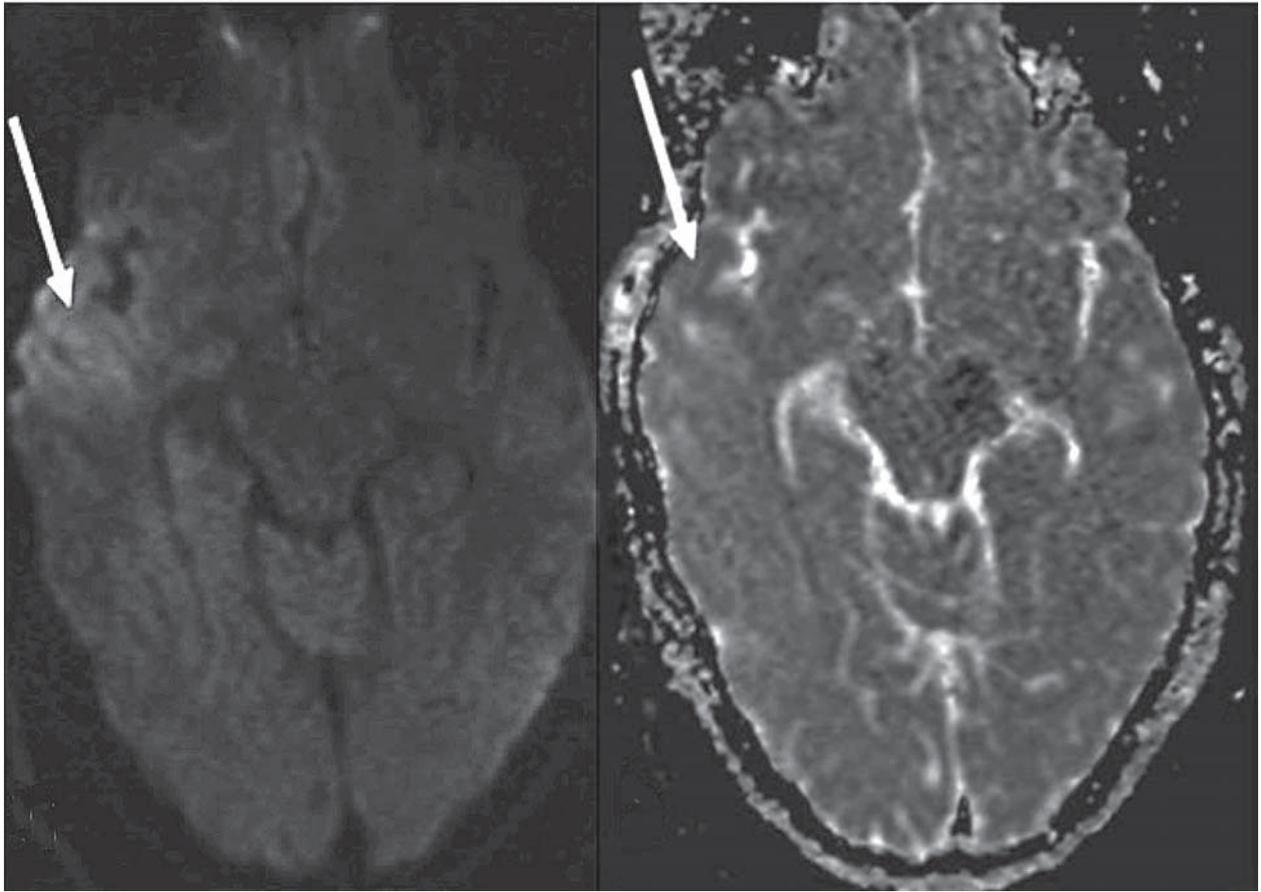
Магнітно-резонансна томограма головного мозку в аксіальній проекції, яка демонструє гіперінтенсивний МР-сигнал у зоні полюсу скроневої частки та в острівці (позначено стрілками) (20)
